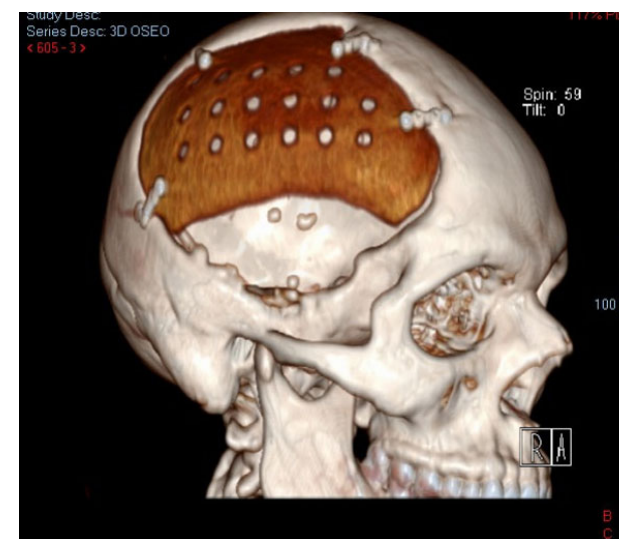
Tomografía computada de cráneo postoperatoria con reconstrucción ósea tridimensional.
